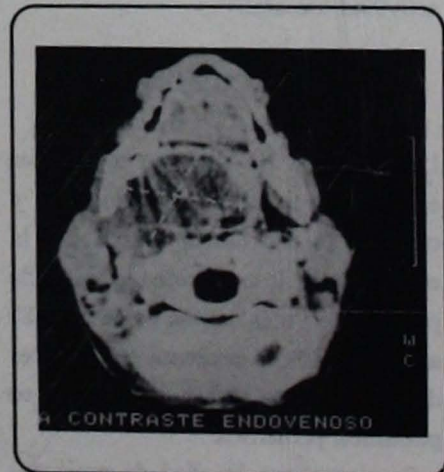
Figura N^o. 4 En la tomografía axial computarizada se observa la tumoración en la cavidad de la nasofaringe.
